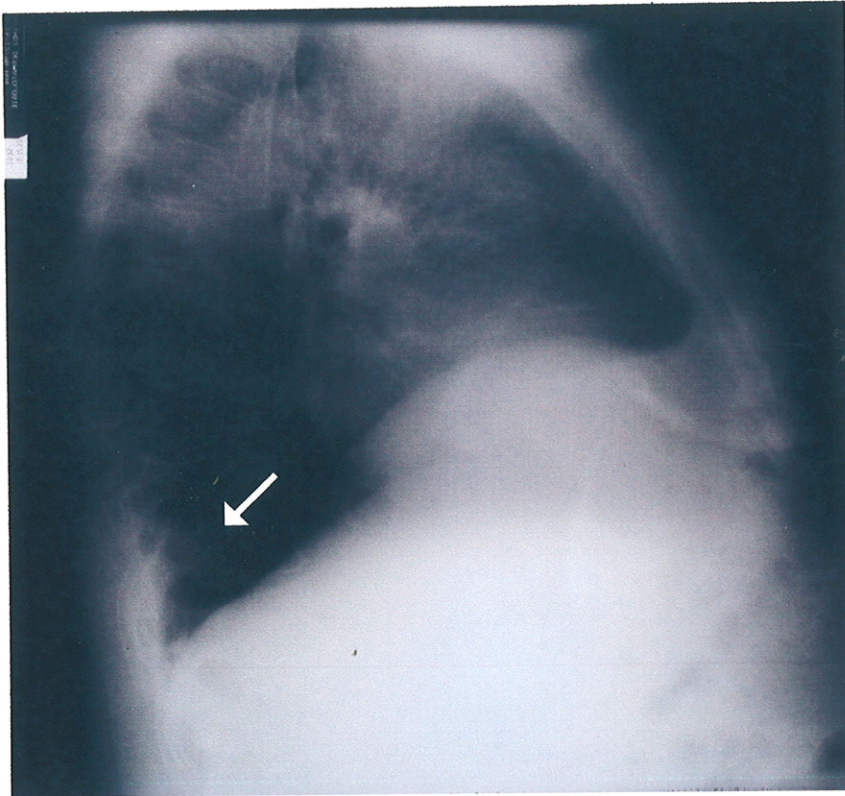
Image suspecte sur la radiographie de thorax (profil)
